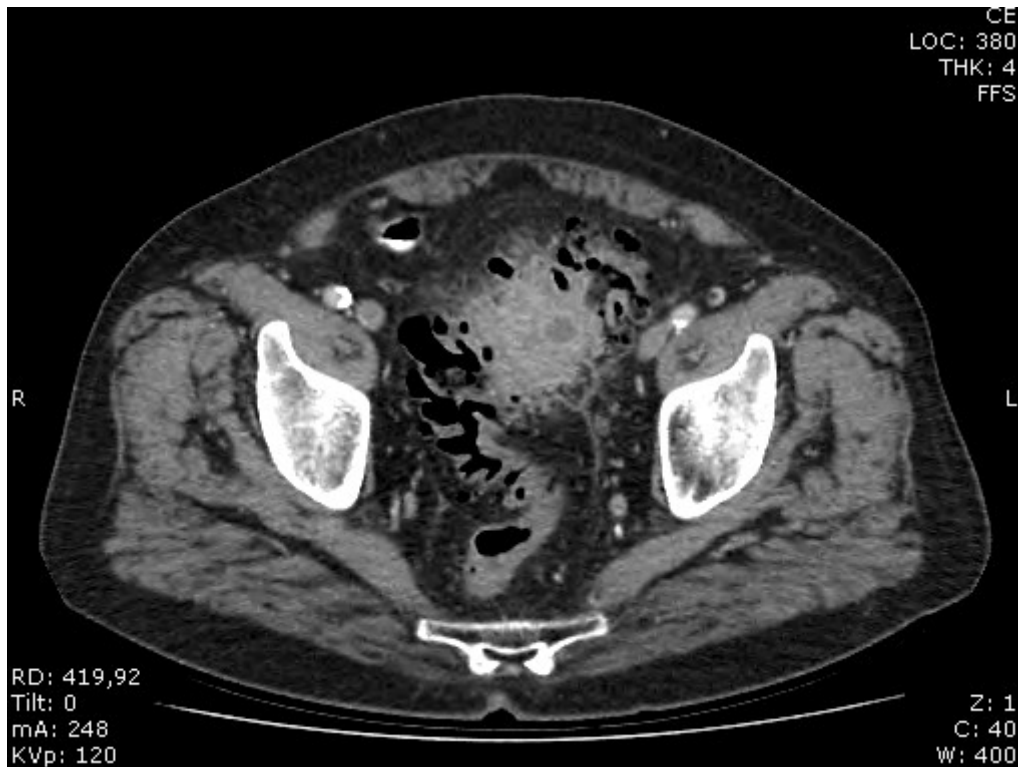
CT-Abdomen: Stadium 3C, modifiziert; kleiner perikolischer Abszess (konservative antibiotische Therapie), Beispiel 1. Radiologische Praxis, Kreisklinik Tuttlingen
